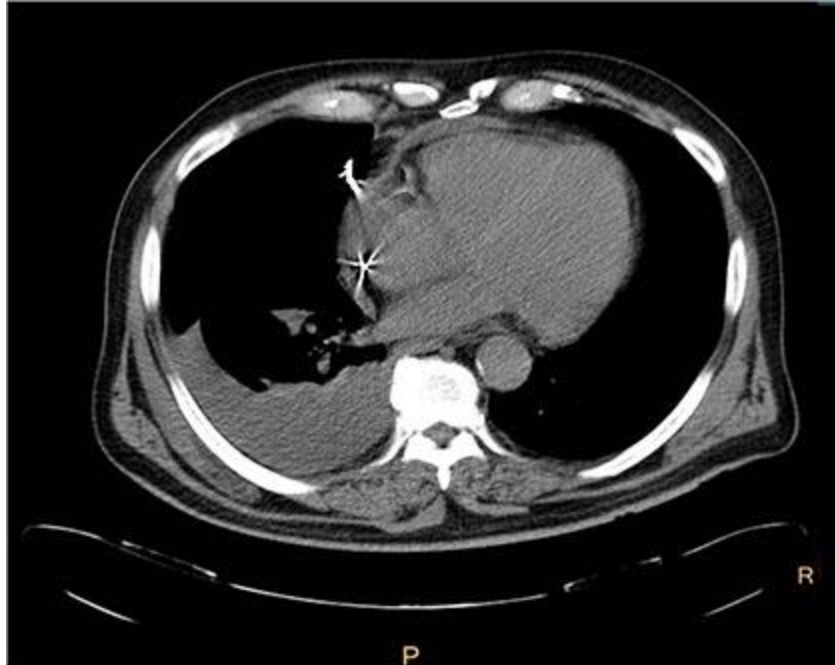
Tomografía computarizada de tórax en corte axial, en la que se observa perforación cardíaca por el electrodo.
